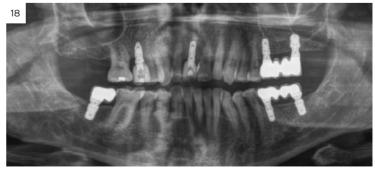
Radiografía de control a los dos años, donde observamos el implante y la estabilidad del tratamiento.
